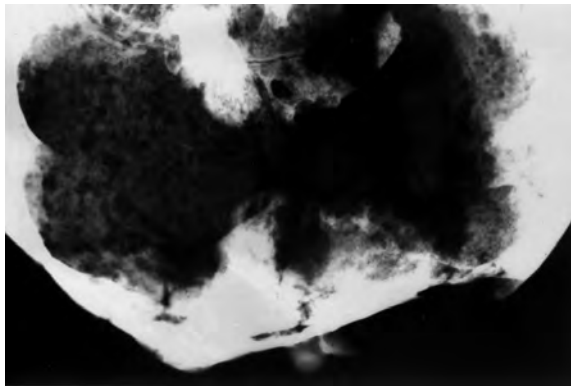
Radiografia del crani de La Cova de l'Heura.
